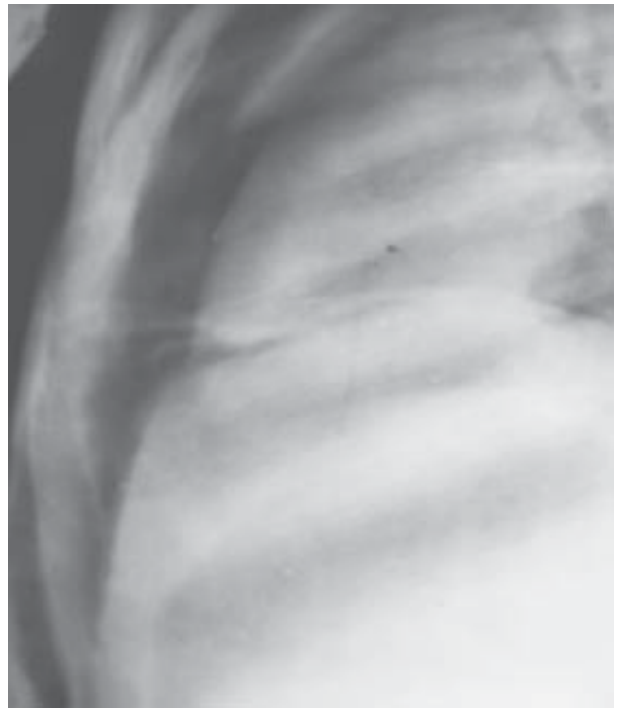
Рентгенологічна картина пневмомедіастинуму
